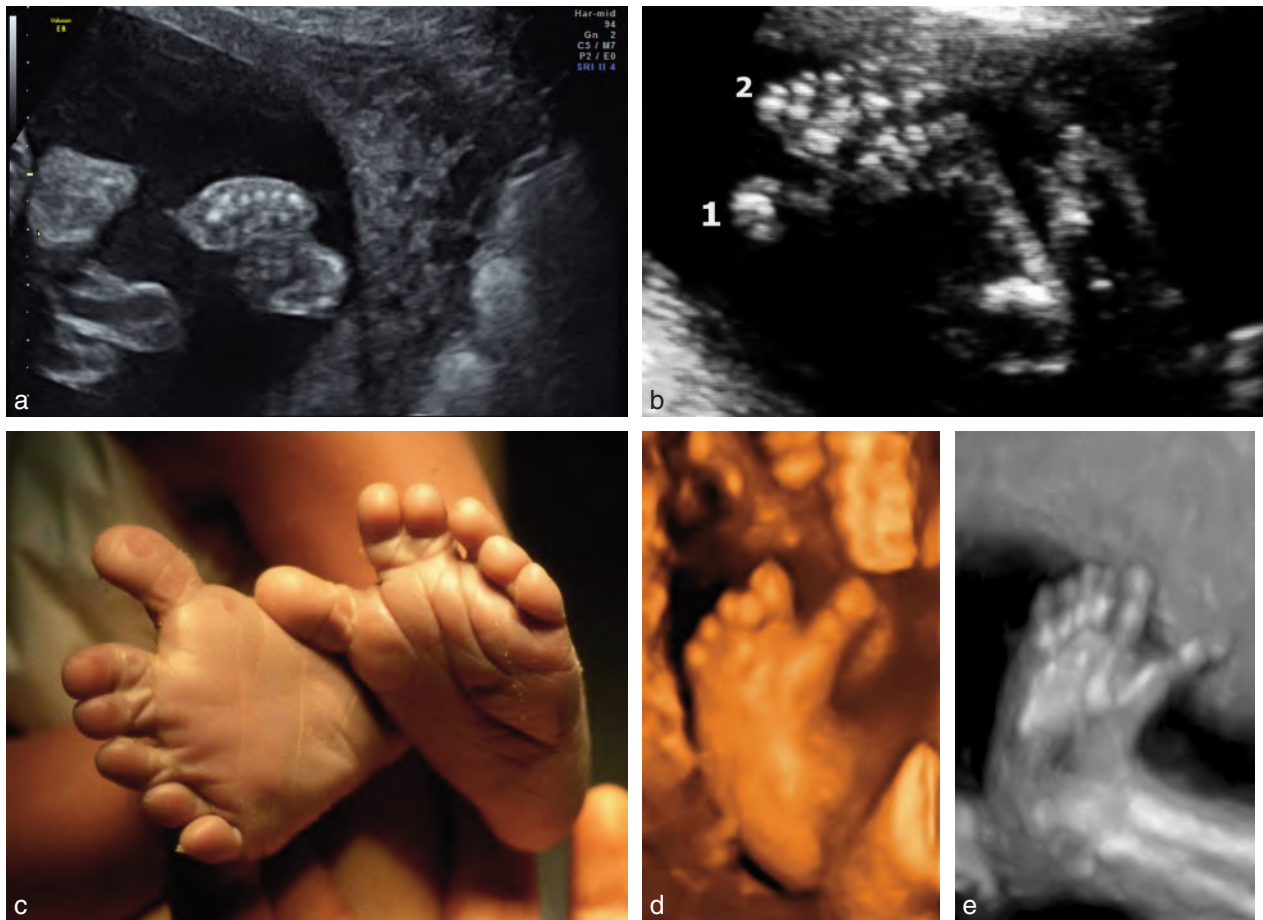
Polydactylie – aspect échographique. a. 25 SA. Coupe transversale d'une main au niveau de la partie distale des métacarpiens. On dénombre six segments osseux distincts. Hexadactylie. b. Polydactylie. L'aspect échographique ne permet pas de conclure sur son caractère pré- ou post-axiale. En effet, en 1 il peut s'agir d'un doigt surnuméraire ou du gros orteil. Le doigt en 2 peut être interprété comme un gros orteil (hexadactylie ante-axiale) ou un 2ème orteil ce qui ferait penser à une hexadactylie post axiale. c. Hexadactylie, même pied qu'en *b*. Malgré les apparences, il s'agit d'une forme post-axiale avec un V surnuméraire, un gros orteil écarté (la sandale !) et une syndactylie partielle II-III. d. Polydactylie (hexadactylie) du pied, pré-axiale, en mode 4D, à 30 SA. e. Même pied qu'en *d* en mode osseux qui montre bien l'axe osseux du gros orteil surnuméraire. Source *fig. 15.26d et e* : Dr P. Vaast.
